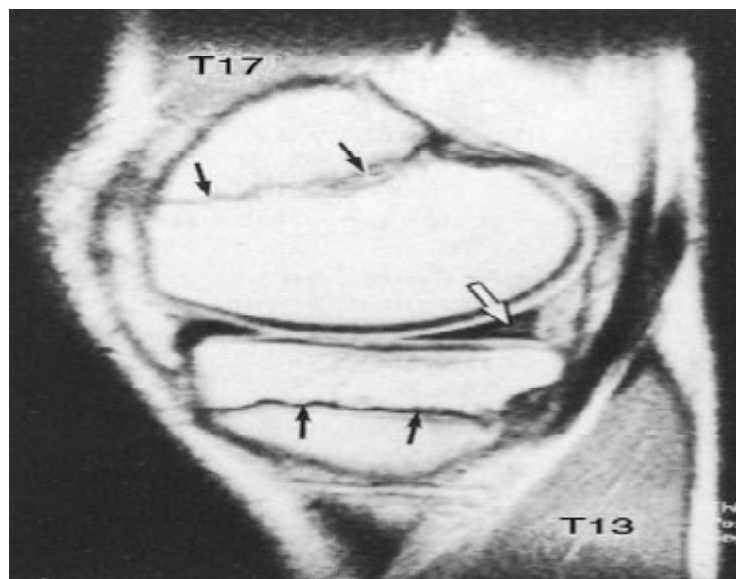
Coupe sagittale passant par la partie interne de l'articulation fémorotibiale (séquence ES-DP). Normal MRI anatomy of the knee joint EMC
